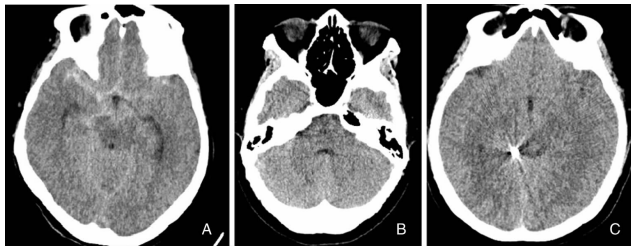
例2患者CT:图A:术前CT,示鞍上池、环池见高密度影;图B、C:术后CT,呈术后改变
